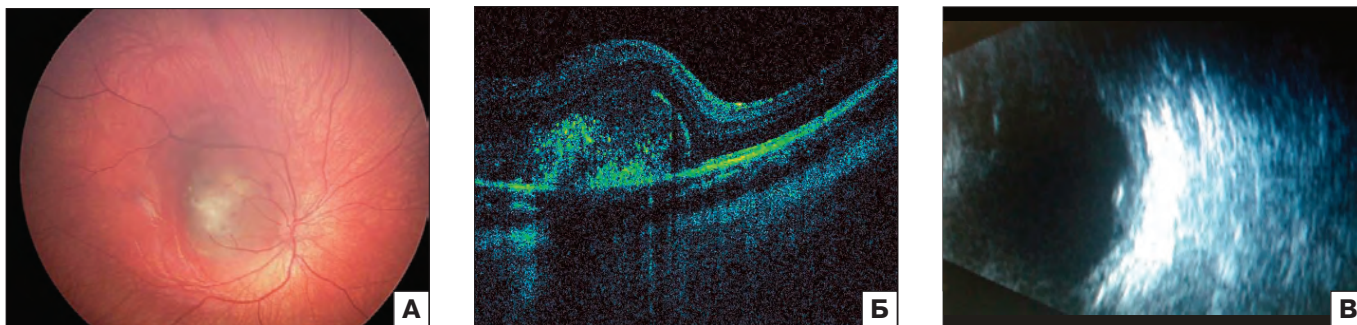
Офтальмоскопия (А) и оптическая когерентная томография (Б) и ультразвуковое исследование (В) малой ретинобластомы с немногочисленными кальцинатами.
